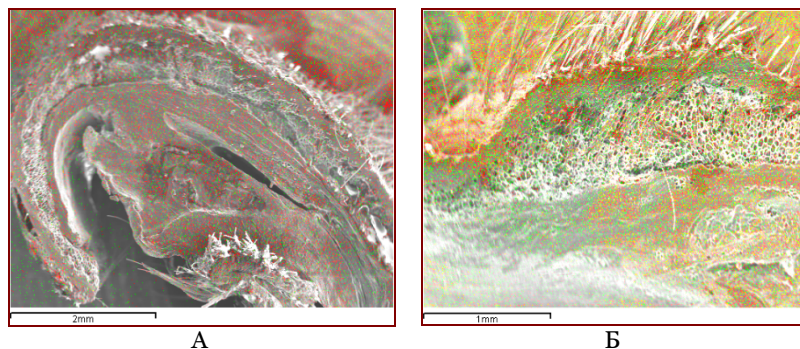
Исследование фрагмента кожной ожоговой раны методом рентгеновского электронно-зондового микроанализа на 3-и сутки эксперимента в характеристическом излучении Ni и Ti. Ув. 20. А – элементная карта поверхности среза кожной раны, контрольная группа. Б – элементная карта поверхности среза кожной раны, опытная группа.
